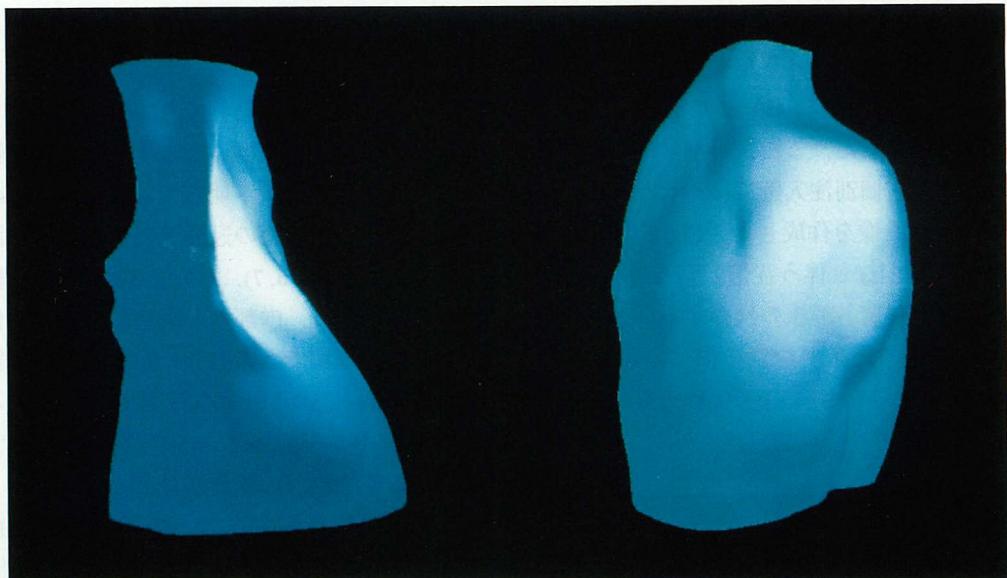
Three-dimensional reconstructed magnetic resonance imaging of mediastinum
